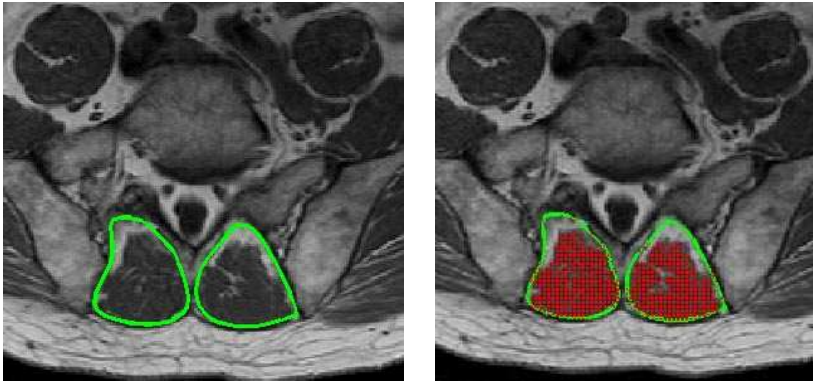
Preoperative MRI slice below the arthrodesis.
